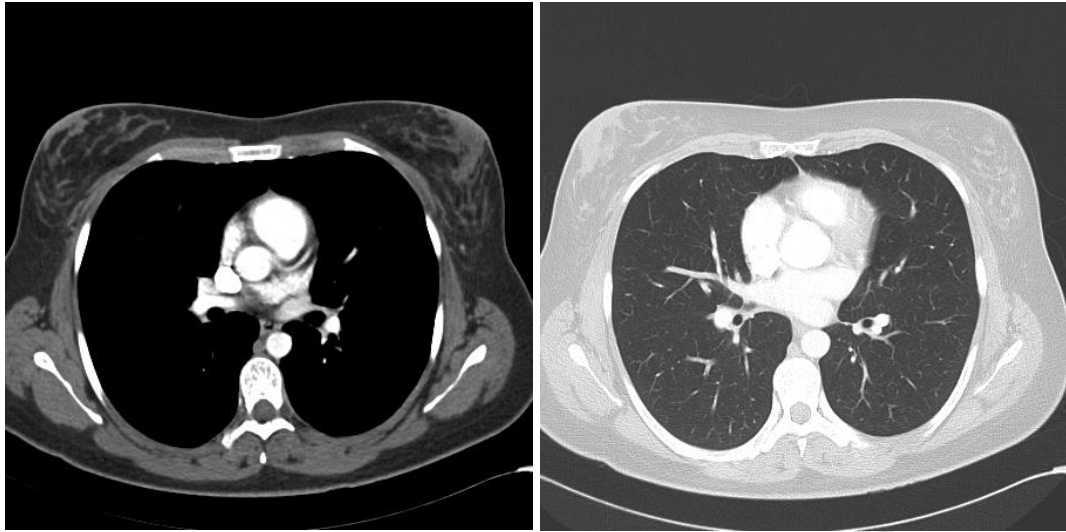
Imágenes axiales de TC. (a) Ventanas de mediastino con contraste y (b) ventana de parénquima pulmonar.
